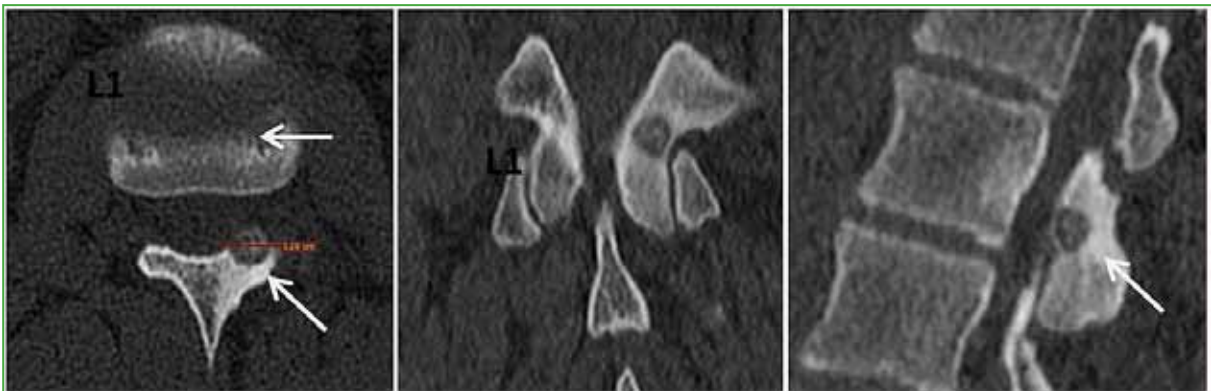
Tomografía computarizada multicorte de columna lumbar, cortes axial, coronal y sagital. Imagen hipointensa, osteolítica redondeada en el borde anterior de la pars de L1 de 12 mm de diámetro con esclerosis periférica de 30 mm, con adelgazamiento de la cortical anterior próximo al canal vertebral.
